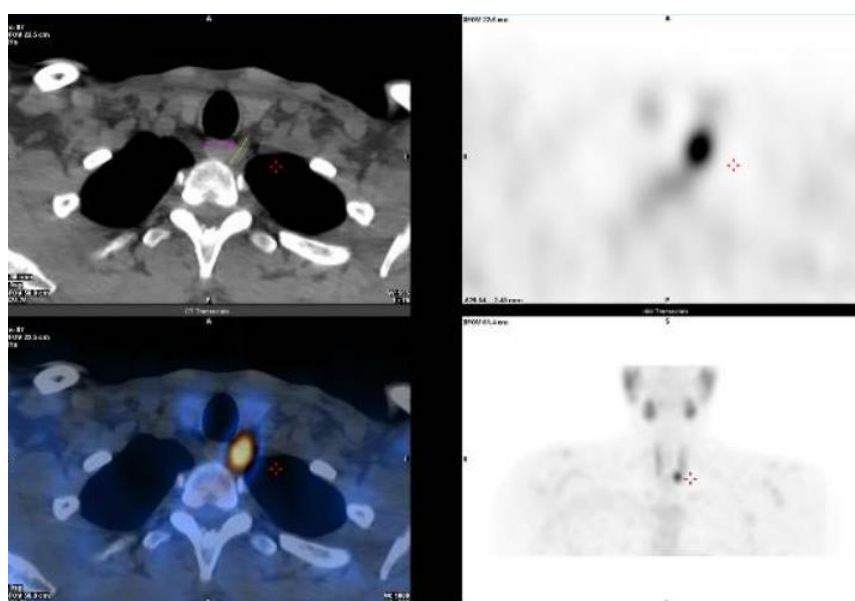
SPECT/CT patient #1, coupes axiales CT (en haut à gauche), SPECT (en haut à droite) et fusionnées (en bas à gauche), complétée par un MIP (en bas à droite). Visualisation d'une hyperactivité para-œsophagienne gauche évoquant un adénome parathyroïdien.
